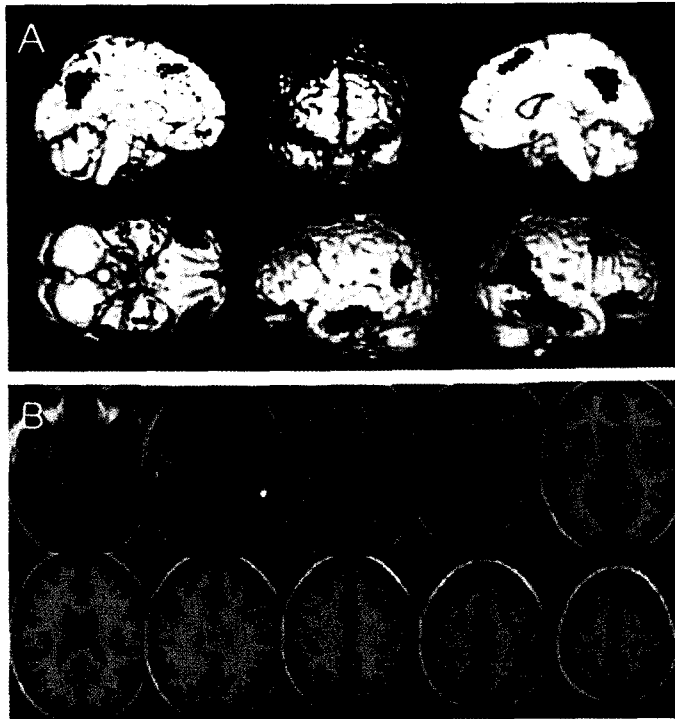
Brain regions with glucose hypometabolism in frontal variant Alzheimer disease. Results of SPM analysis from 3 frontal variant Alzheimer disease patients were superimposed onto rendering (A) and axial (B) MRI templates. Note the hypometabolism in frontal area in addition to temporo-parietal area even in early stage of Alzheimer disease.
